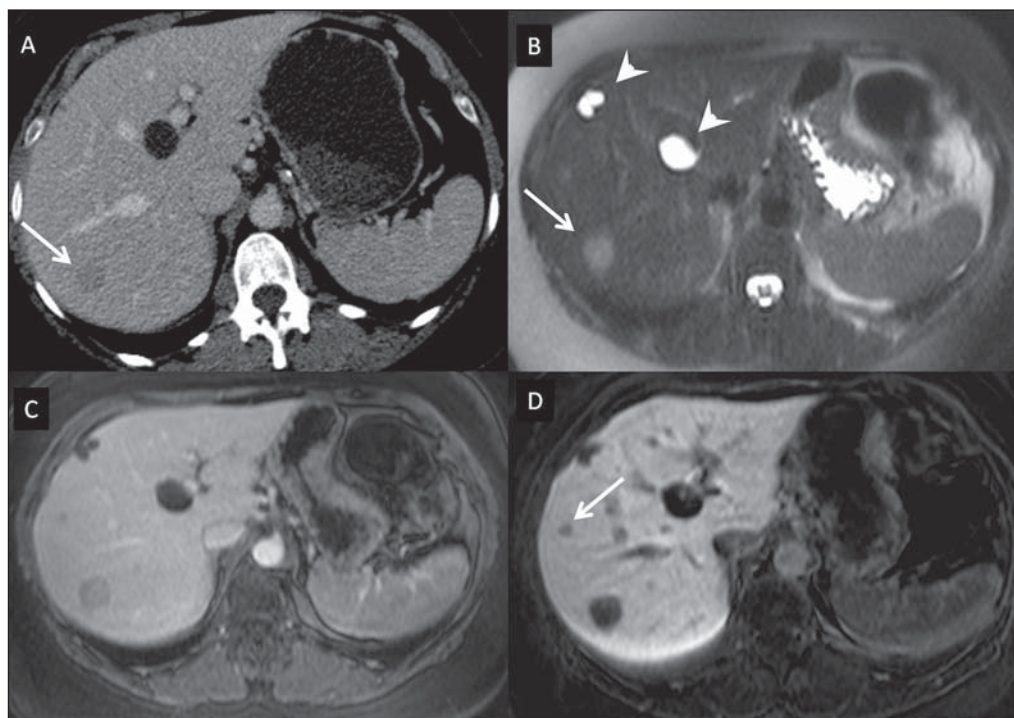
Metástase hepática por neoplasia de mama (diagnóstico baseado no acompanhamento evolutivo). As imagens obtidas na TC na fase de contrastação portal (A) e na RM ponderada em T2 (B) permitem identificar apenas um nódulo hepático no segmento VII/VIII (setas em A e B). As imagens de RM após injeção intravenosa do ácido gadoxético obtidas na fase portal (C) e hepatobiliar (D) possibilitam identificar um outro pequeno nódulo (seta em D), mais bem caracterizado na fase tardia. Notam-se também dois cistos no lobo esquerdo (cabeças de setas em B).
